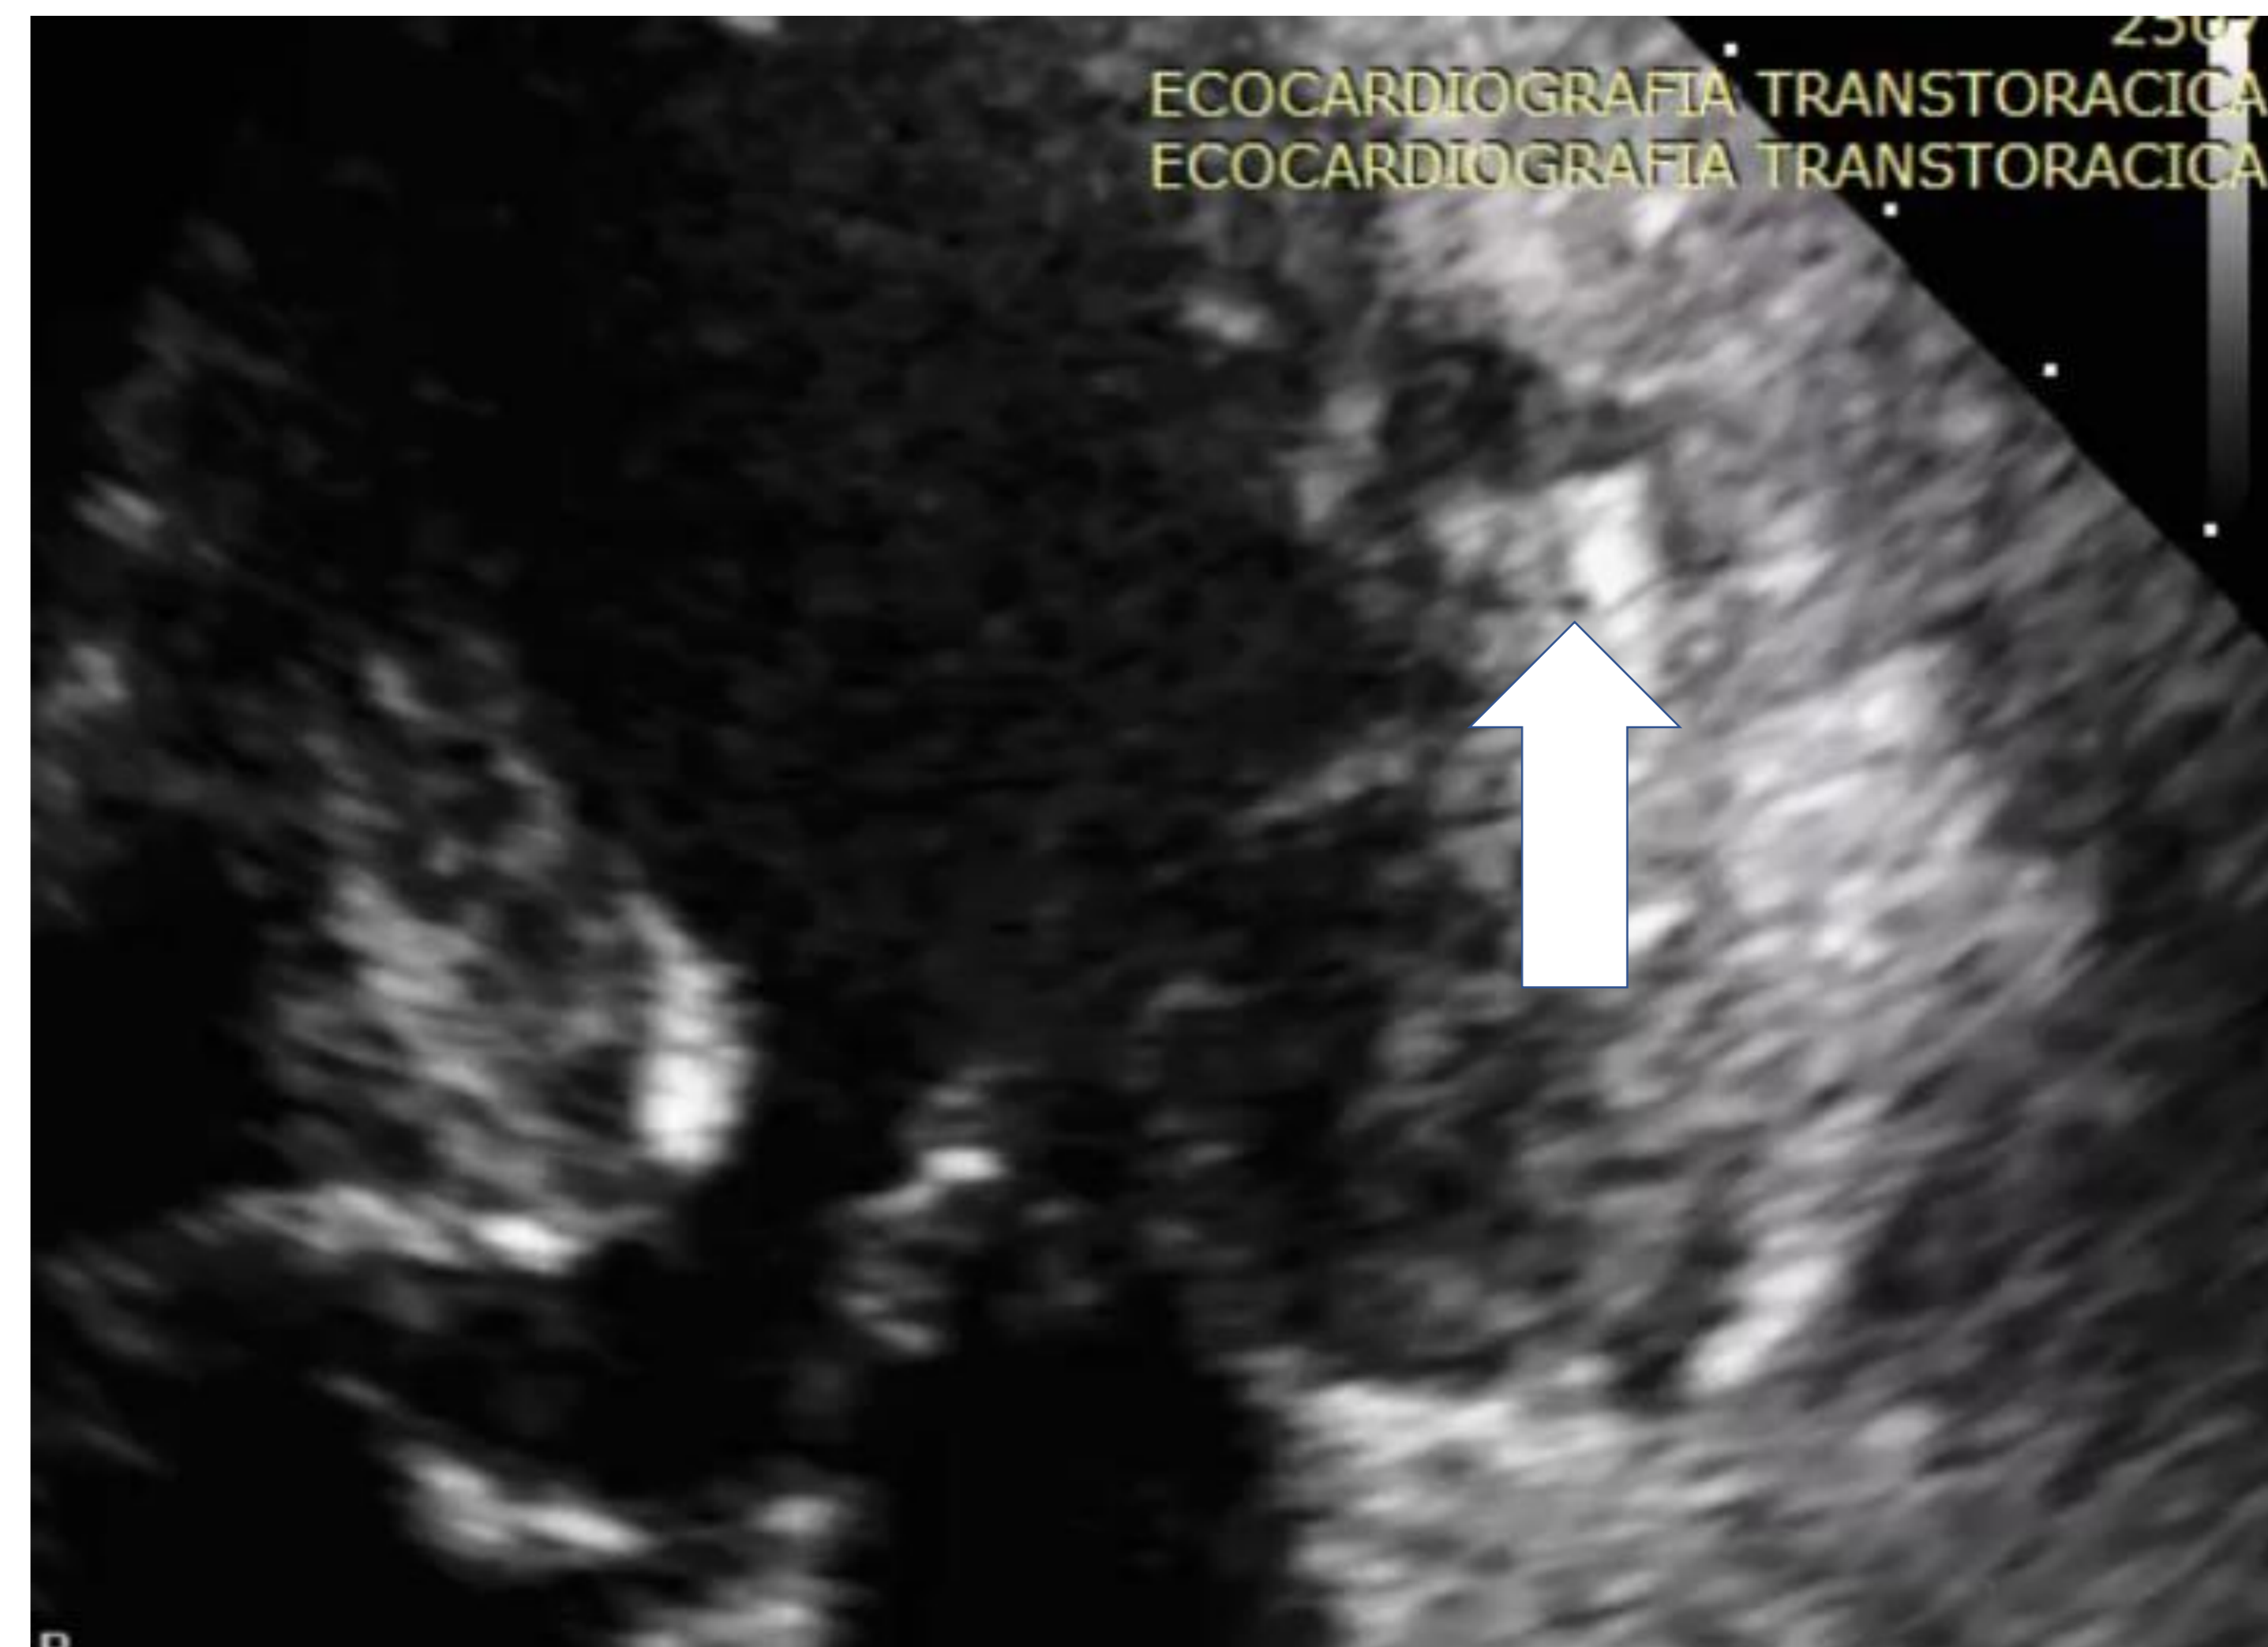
Ecocardiograma transtorácico. Apresentando falha de contiguidade na porção média parede lateral do VE.
